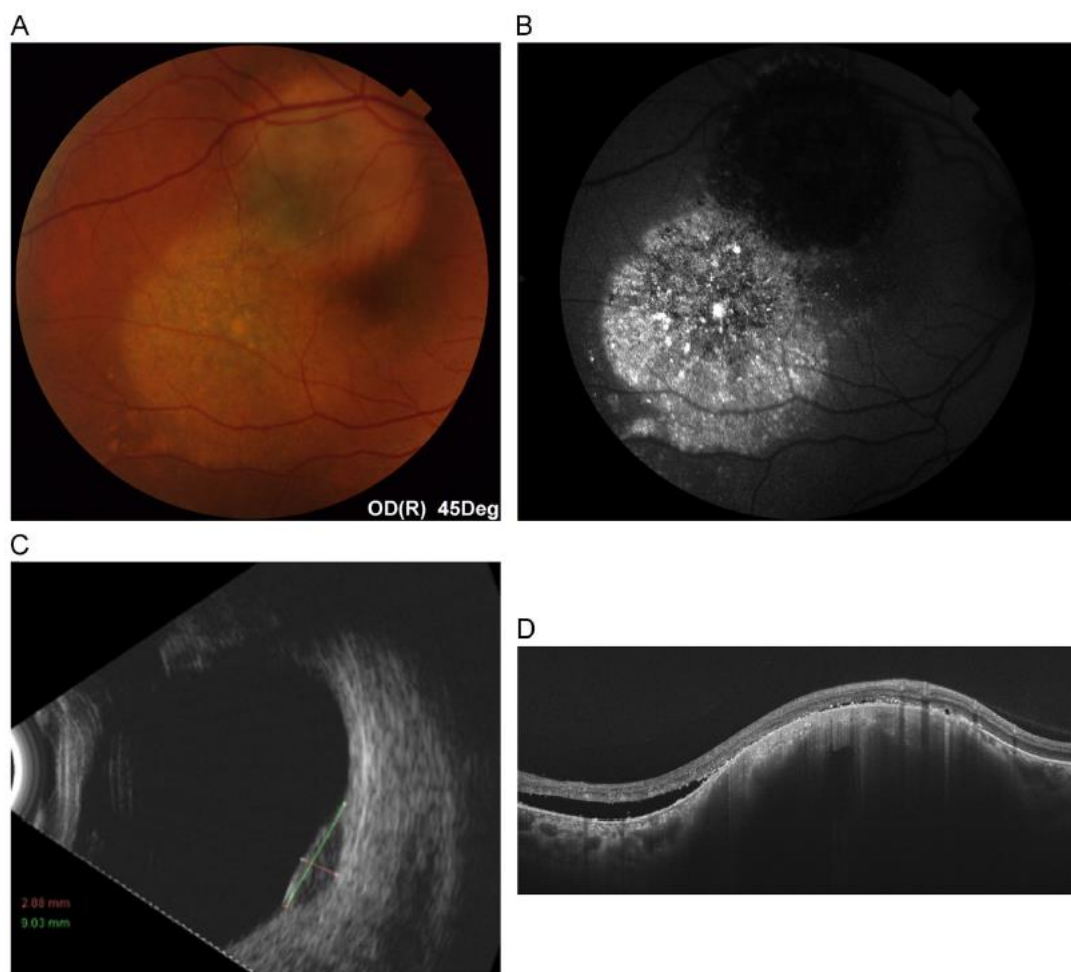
Choroidal melanoma. A and B, Extensive subretinal fluid (SRF) as detected by funduscopy and fundus autofluorescence. C, Ultrasonography. D, Swept-source optical coherence tomography depicting an irregular internal structure, with a rounded hollow formation with posterior enhancement, which was continuous between the different slices; we identified this structure as an intratumoural vessel. Also note the SRF and diffuse destruction of the outer retina.
